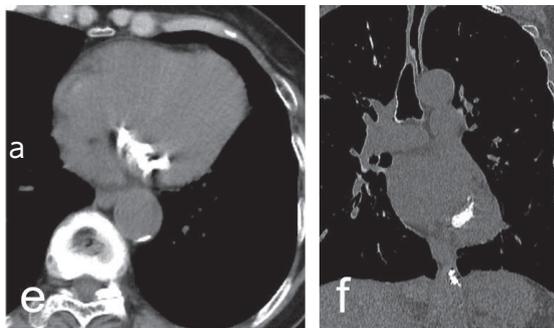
e,f 心臓部分のCT e:横断断像 f:冠状断像
